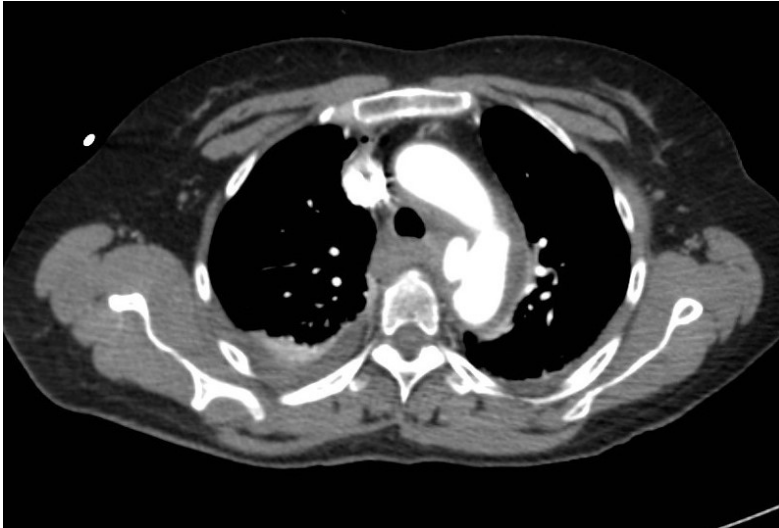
Schnittbilddiagnostik (Computertomographie) einer traumatischen Aortenläsion mit linksseitigem Hämatothorax; Universität Ulm
